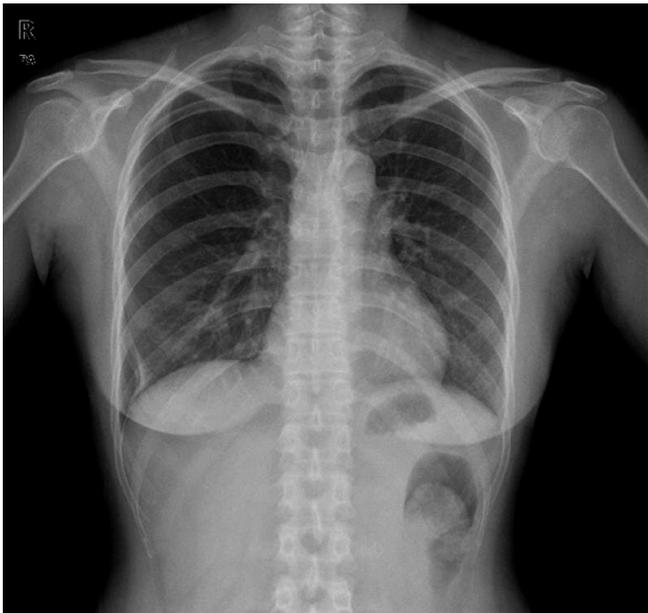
Simple chest X-ray showed right side pneumothorax.
